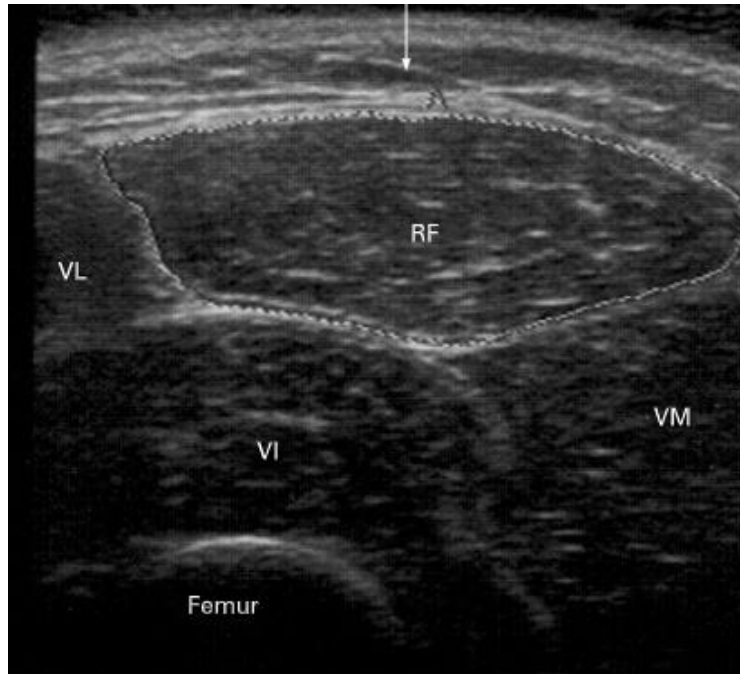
Coupe échographique du quadriceps
